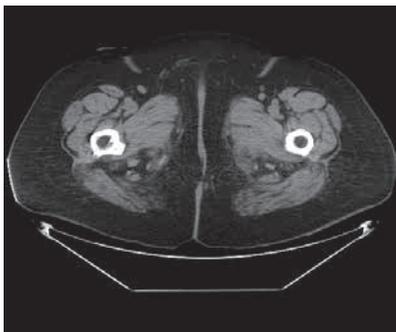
Компьютерная томограмма: контроль после комплексного лечения
